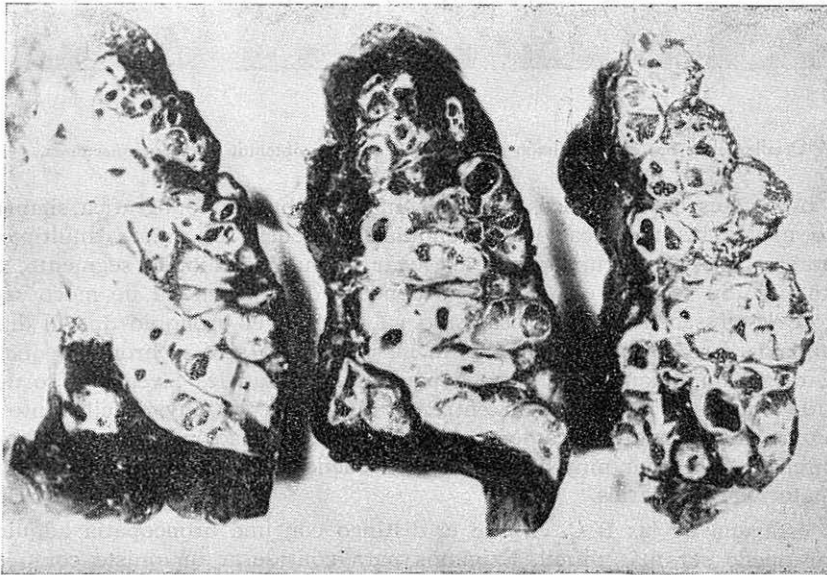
Pulmón poliquístico izquierdo, neumonectomía. Pieza correspondiente a la radiografía de la figura 39.
